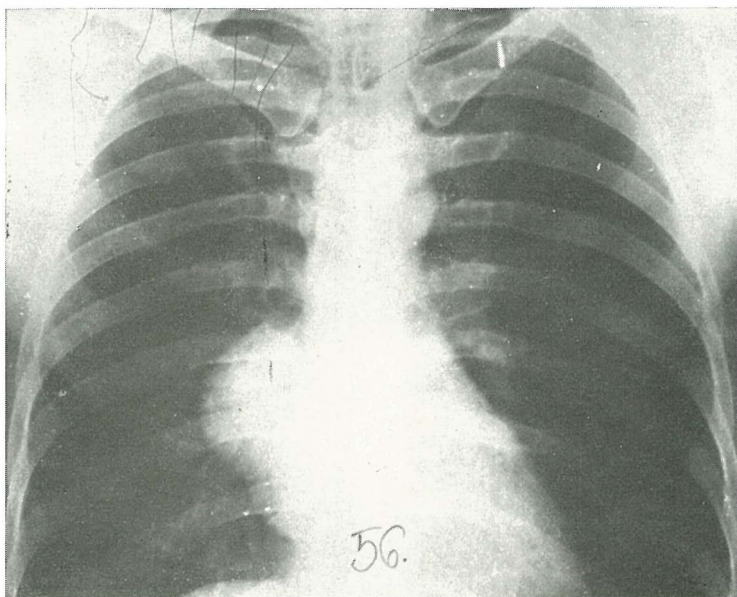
Tomografska slika perikardialne ciste
